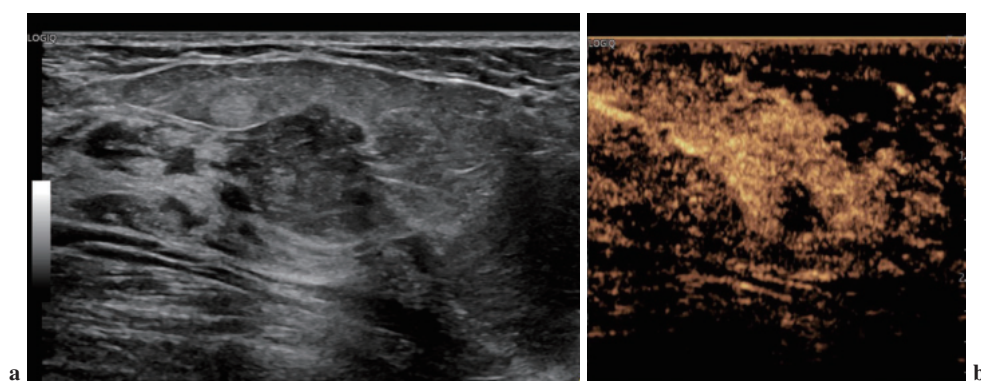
70歳代女性、粘液癌。a: Bモード像。b: 造影超音波像(造影剤投与21秒後)。造影ピーク時の腫瘍濃染像。病変部は境界不整で強く不均一に濃染し、内部に造影欠損を認める。
